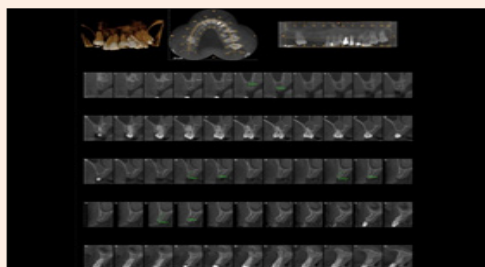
Preoperative CBCT and three-dimensional tomographic reconstruction for surgical planning. Note the root resorption of the anterior teeth.
